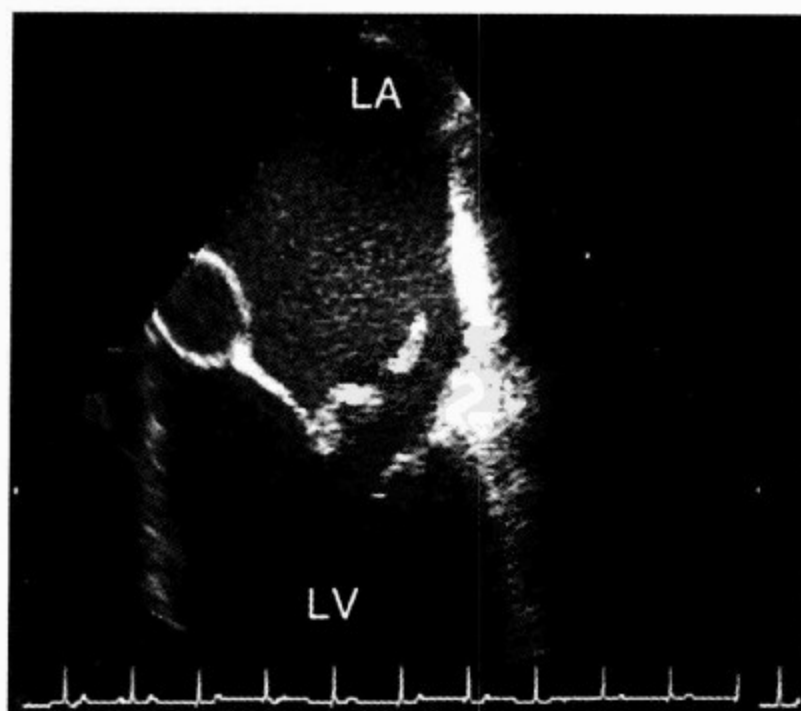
食管超声心动图(水平面)见前叶连枷,在前叶的尖端可见腱索断裂
